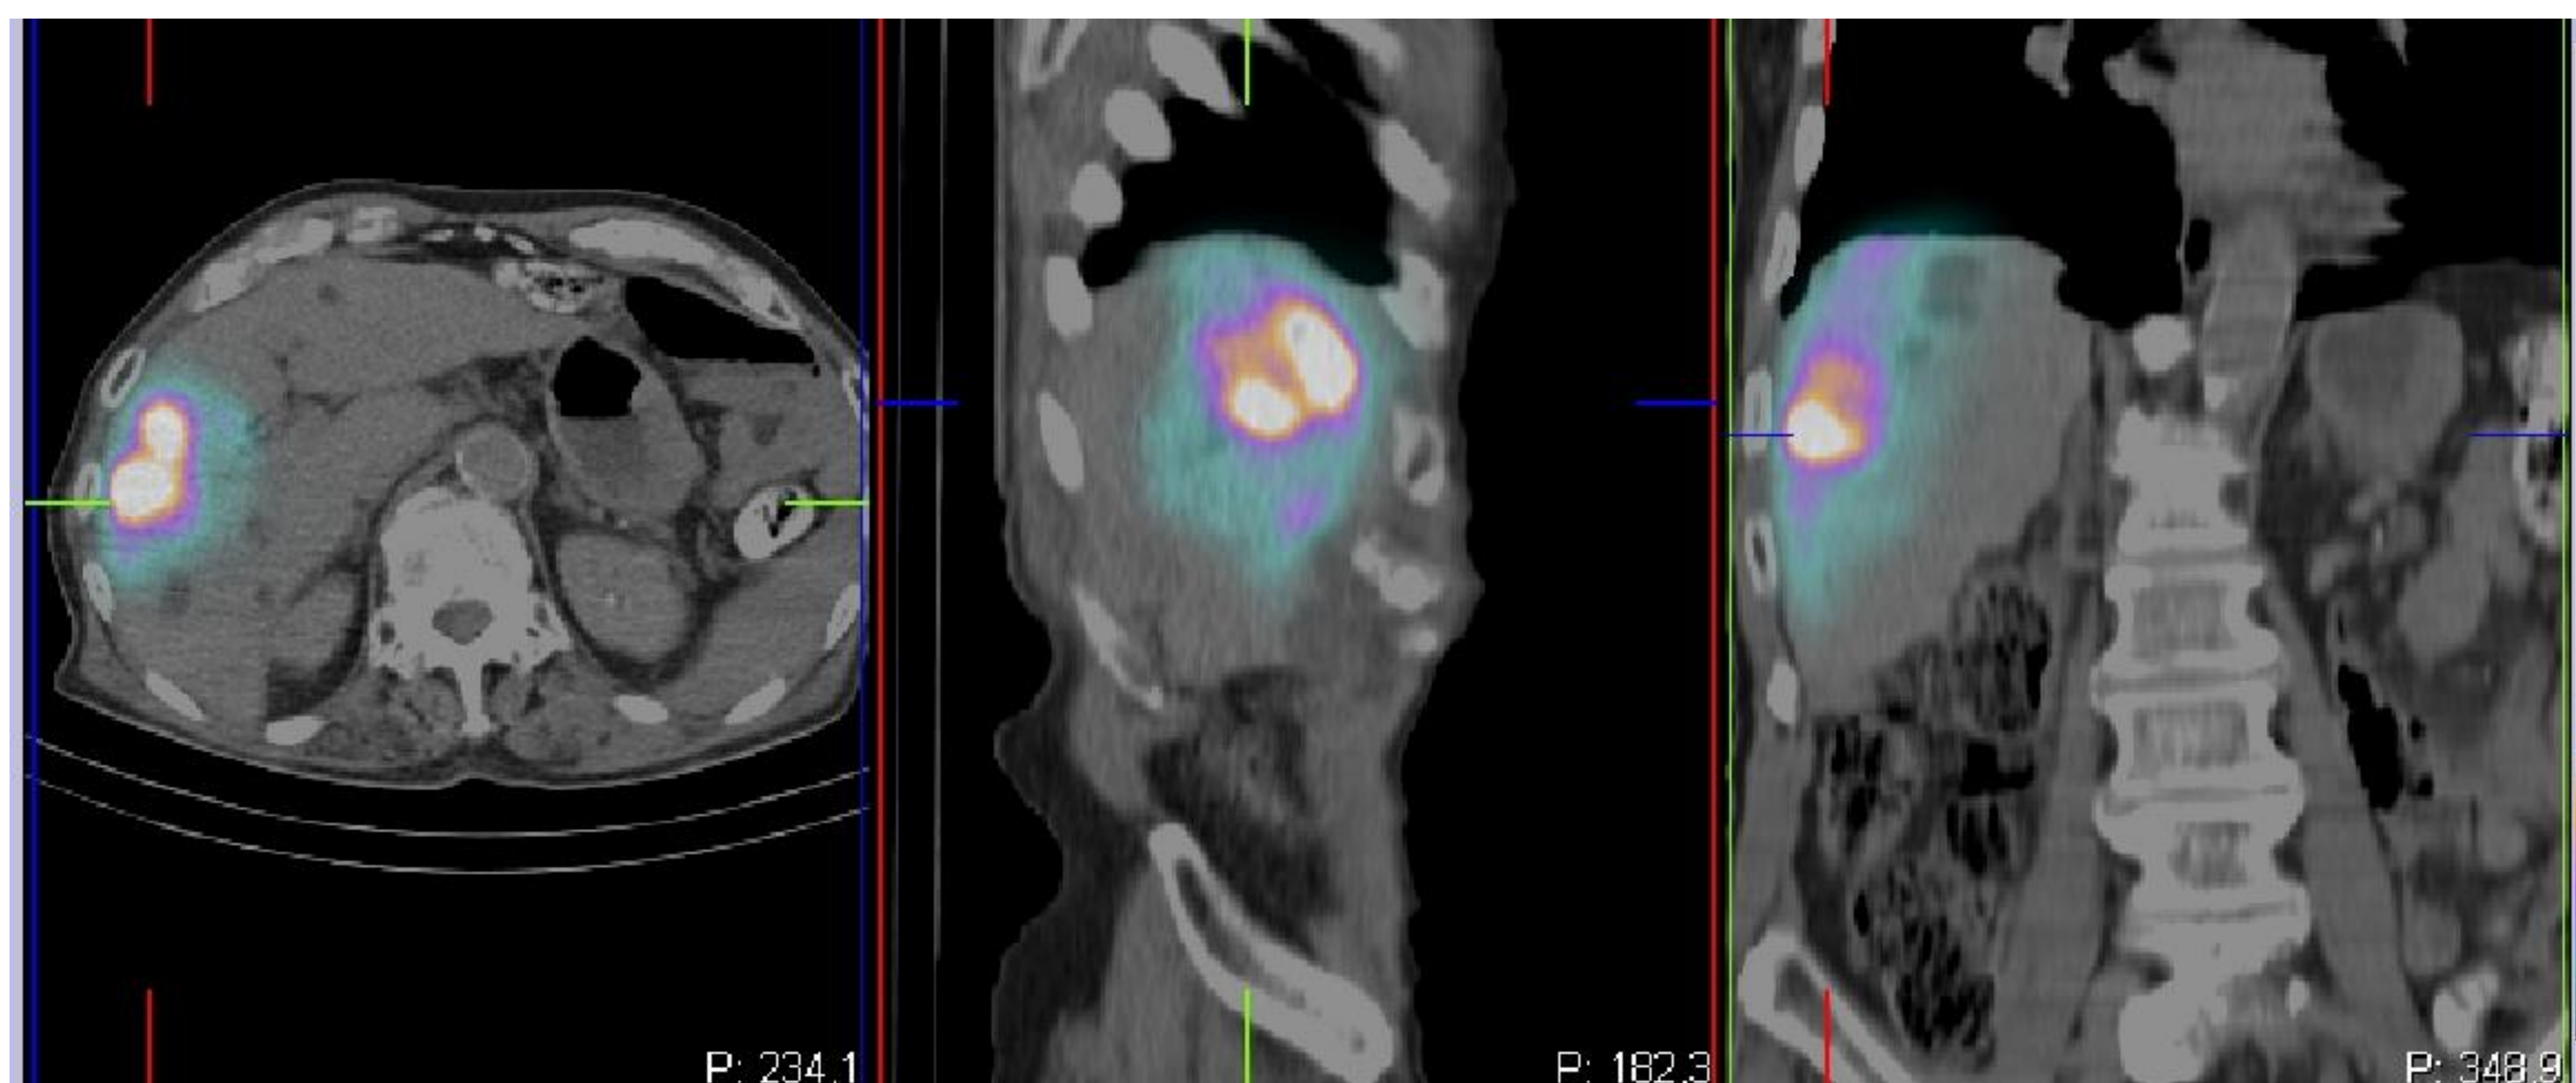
Estudio SPECT-CT donde se aprecia que el depósito se localiza sobre tumoración hepática en lóbulo derecho. No se observa distribución significativa del radiotrazador fuera del parénquima hepático.
